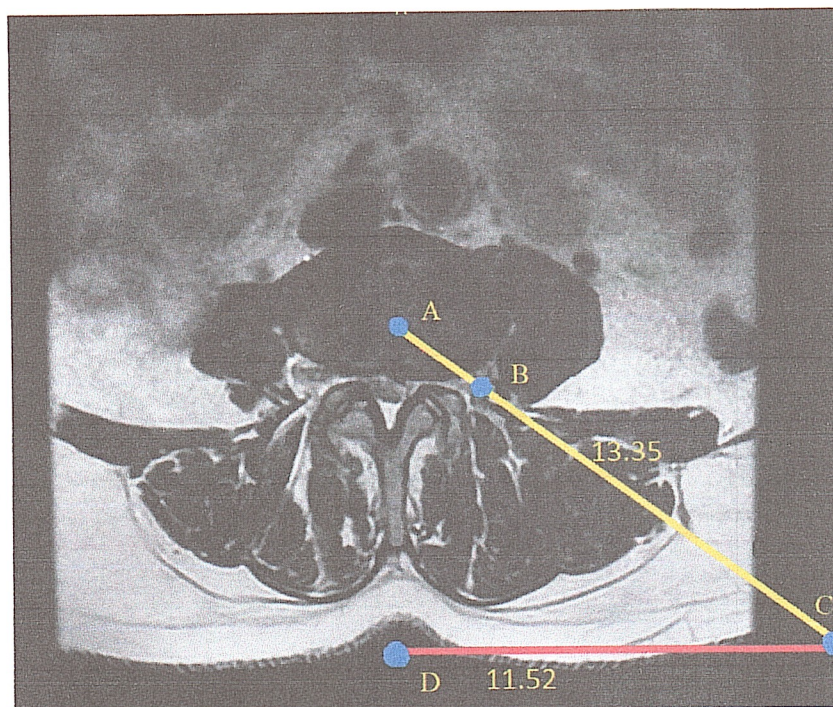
Планирование хирургического доступа по данным МРТ (точка А – центр межпозвоночного диска, точка В – латеральная поверхность фасеточного сустава, точка С – место введения пункционной иглы, точка D – проекция вершины остистого отростка)
